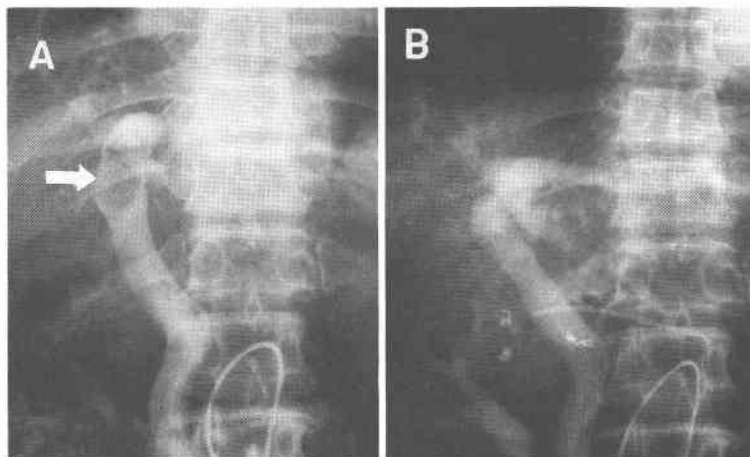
CT during arterial portography, before TAE and IHAC, the tumor thrombus was recognized in the portal trunk (A, arrows). After TAE and IHAC, it was disappeared (B).
